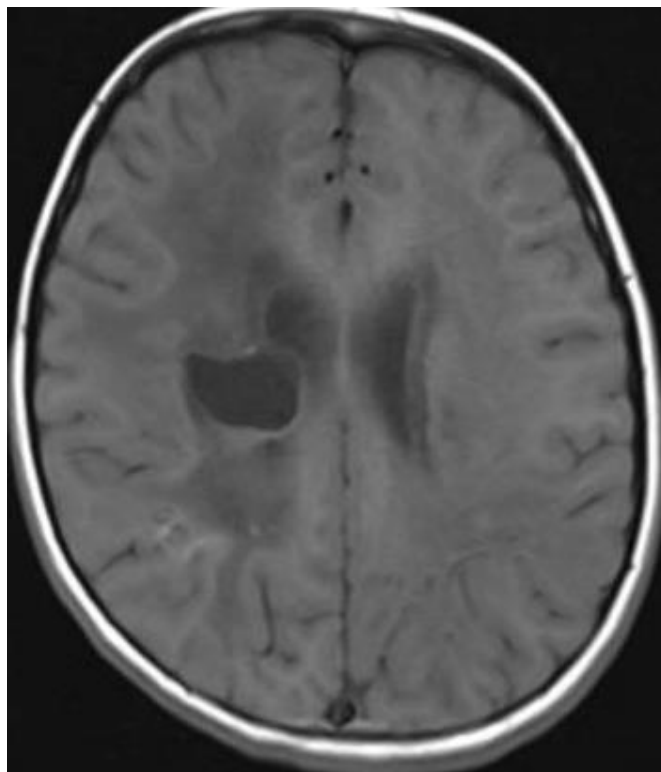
Ressonância magnética realizada durante o acompanhamento ambulatorial: mostrando redução do cisto no centro semi-oval direito
